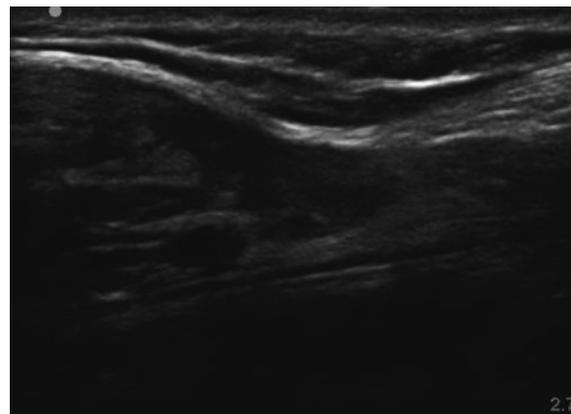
Preoperative ultrasound image of the rectus femoris.
